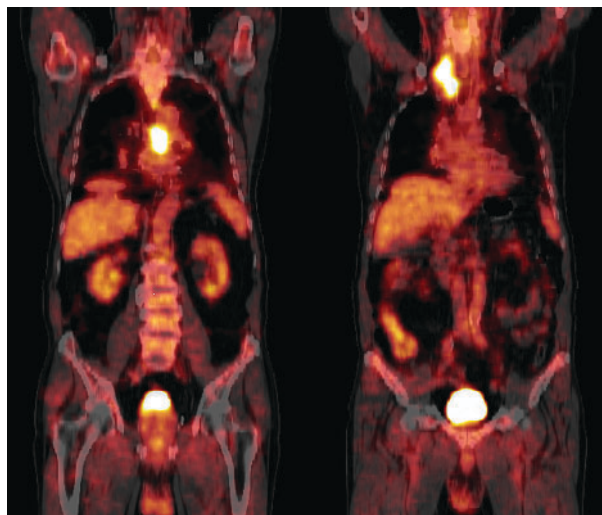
Patient (3), a 63-year-old male with esophageal squamous cell carcinoma. Coronal PET/CT image of the trunk (left side). Presence of increased focal FDG uptake in the upper part of the esophagus and the right lung (metastasis)
